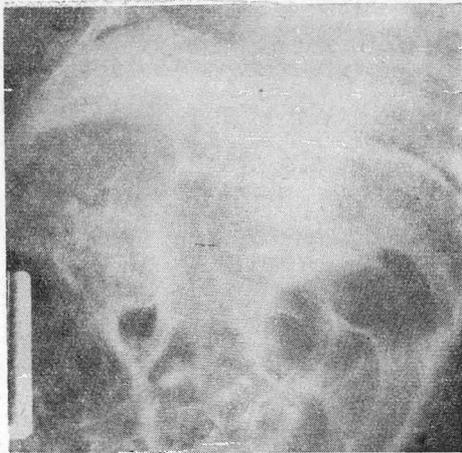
radiograph of upright abdomen after complete reduction of ileo-colic intussusception.
